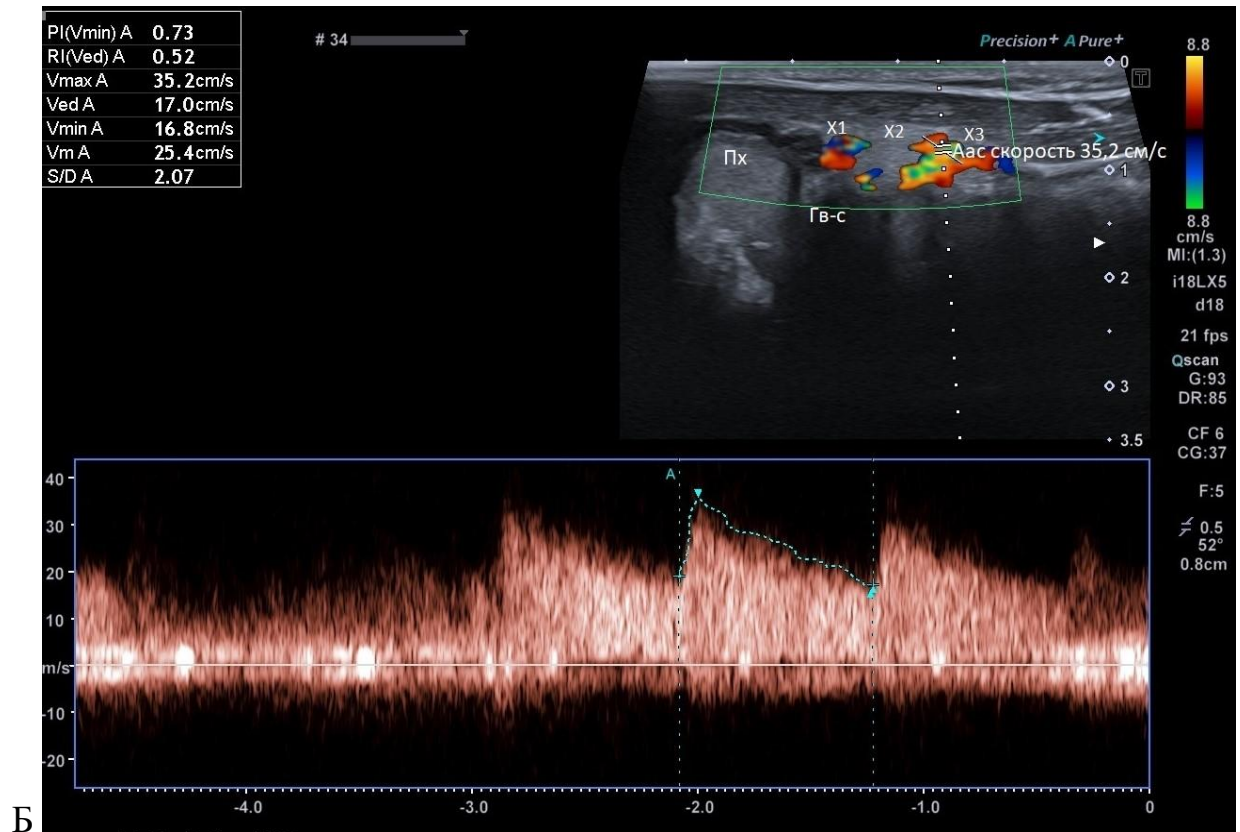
А – Изображение постановки УЗИ-датчика для парасагиттального УЗИ шеи. Б – Изображение ультразвукового исследования. Парасагиттальный вид показывающий перстневидный хрящ (Пх); Гв-с – граница воздух-слизистая; X1, X2, X3 – хрящевые кольца трахеи; Аас – aberrantный артериальный сосуд в области промежутка второго и третьего колец трахеи (фото автора)
